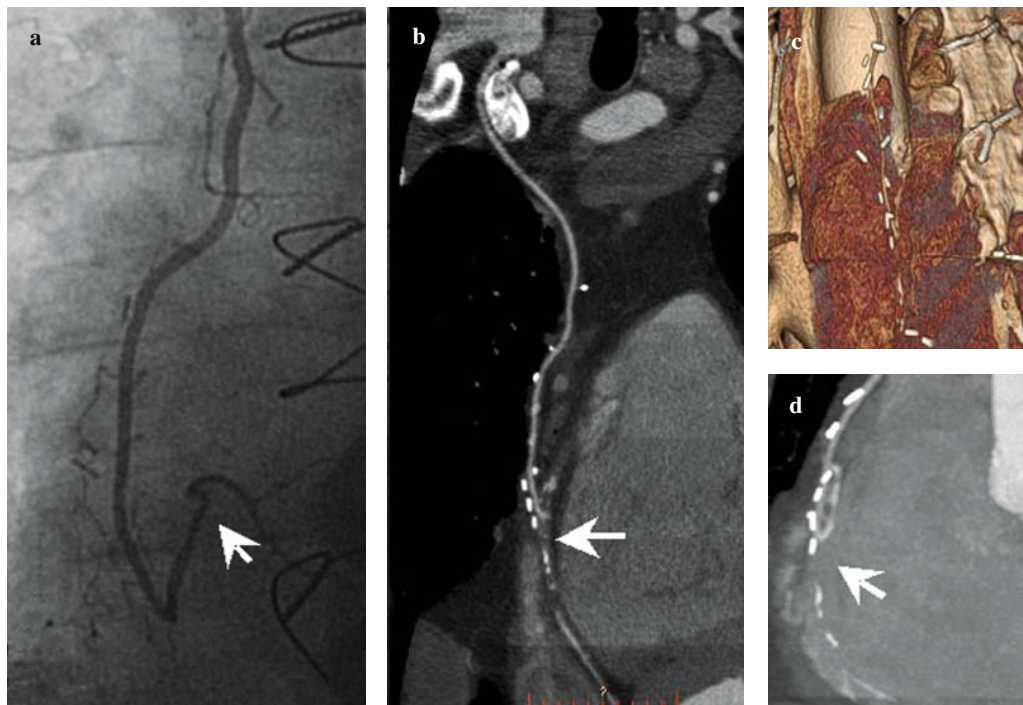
RIMA to RCA. Conventional coronary angiography (a) shows the patency of the vessel distal to the graft. CT with curved 2D MPR (b), VR (c) and MIP (d) shows severe stenosis in the same place (false positive) due to cardiac motion artefacts.
